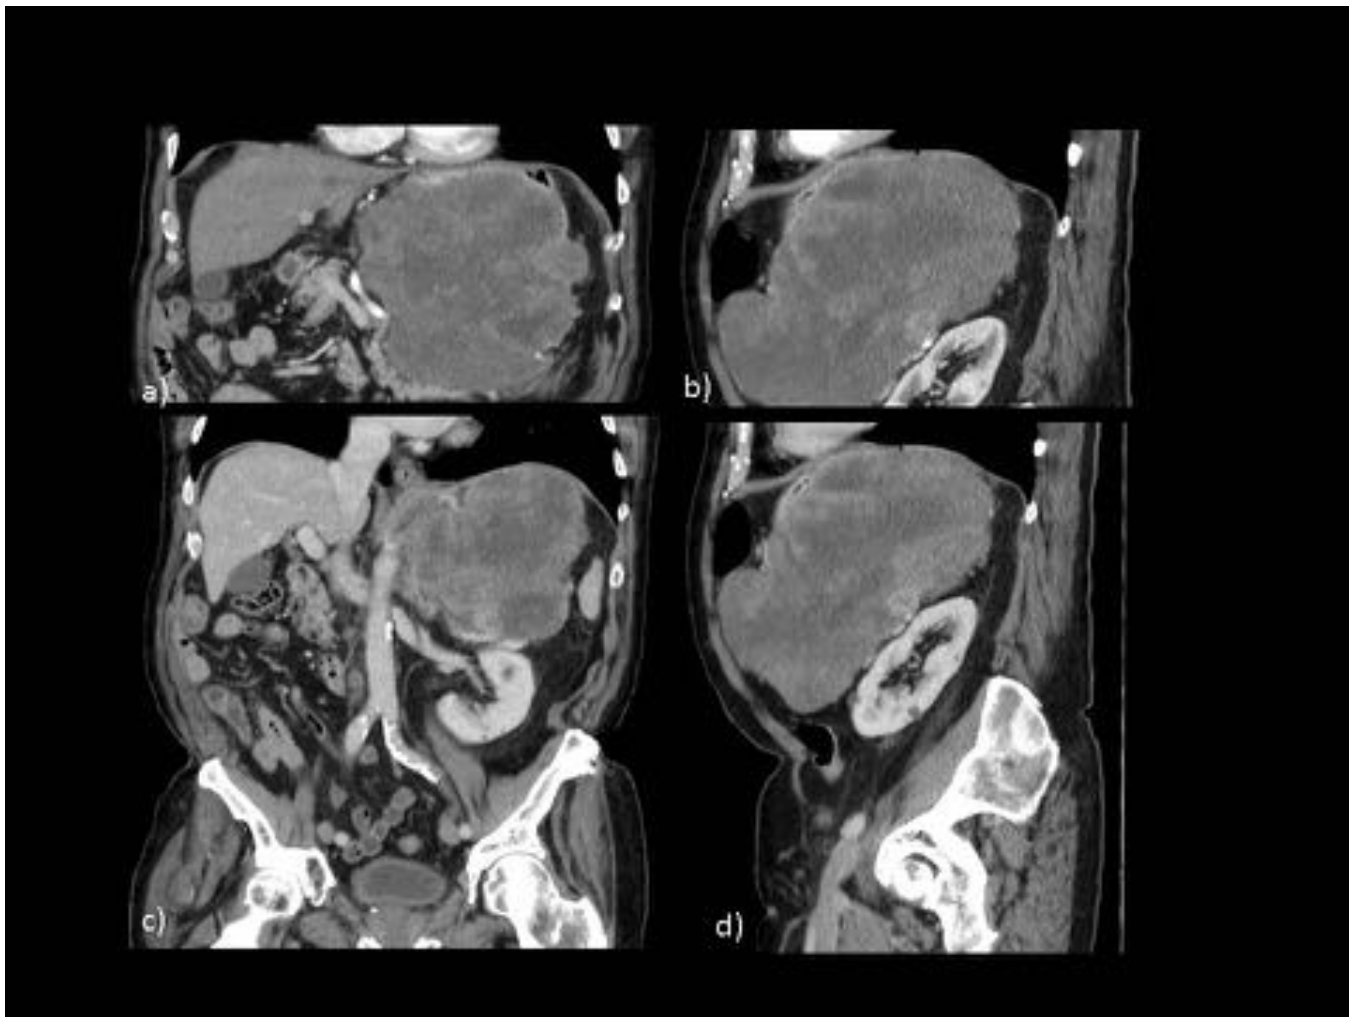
TC con CIV, fase arterial (a,b) y portal (c,d), imágenes coronales y sagitales. Mismo paciente que en fig 6. Gran masa dependiente del estómago con crecimiento exofítico y realce heterogéneo. GIST gástrico.
